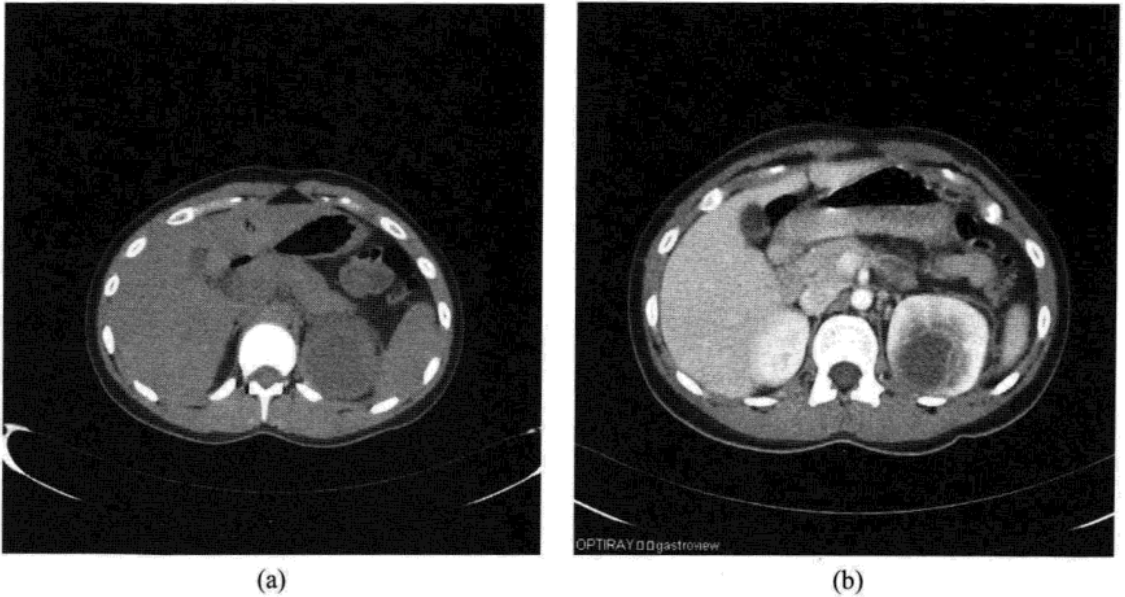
一位 19 岁女性有左腹部疼痛及发热。(a) CT 平扫显示左肾上极低密度肿块。(b) CT 增强显示肿瘤有强化边，中央区无强化，典型的肾脓肿表现。经皮抽取后见脓液流出，放置外引流后行抗生素治疗，脓肿愈合。
